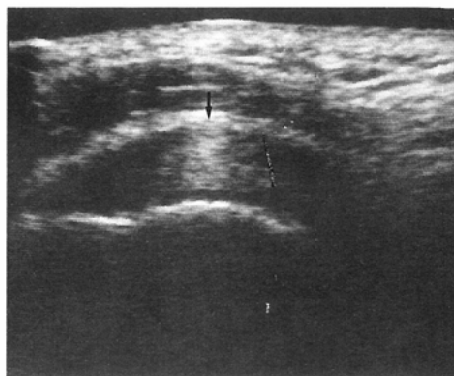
A sonogram of an asymptomatic shoulder: The rotator cuff is homogeneously hyperechoic (arrow) in the center of the image while hypoechoic in other part of the image.
